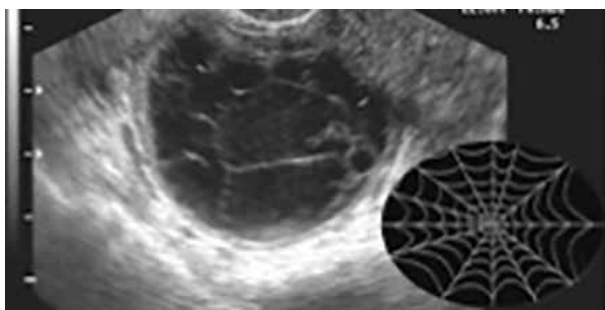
Ultrassonografia 2D, aquisição do ovário pela via endovaginal evidenciando corpo lúteo hemorrágico com sua imagem típica de traves lineares ecogênicas conhecido como sinal de teia de aranha.
